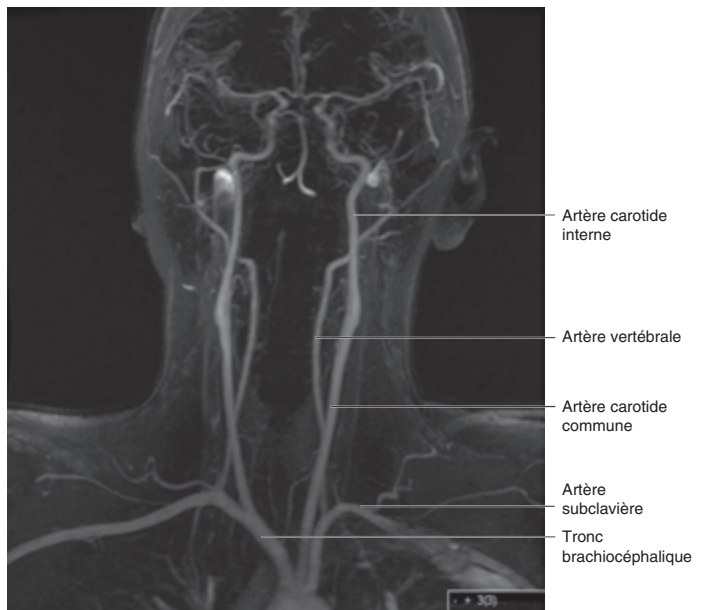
Angiographie IRM par temps de vol (time of flight), vue frontale. Les gros vaisseaux.
